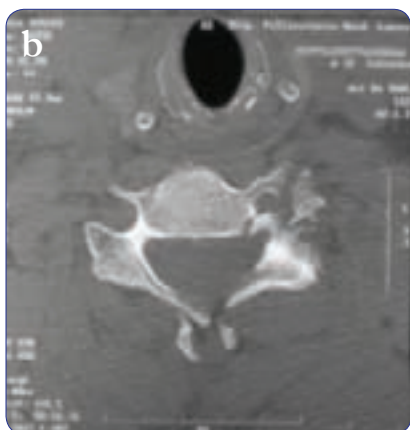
Imágenes prequirúrgicas del caso 1. a) Corte sagital de resonancia en el que se aprecia la lesión ligamentaria posterior de C5 a C7. b) y c) Cortes axiales de tomografía en los que se aprecian trazos de fractura de C6 y C7 respectivamente.
